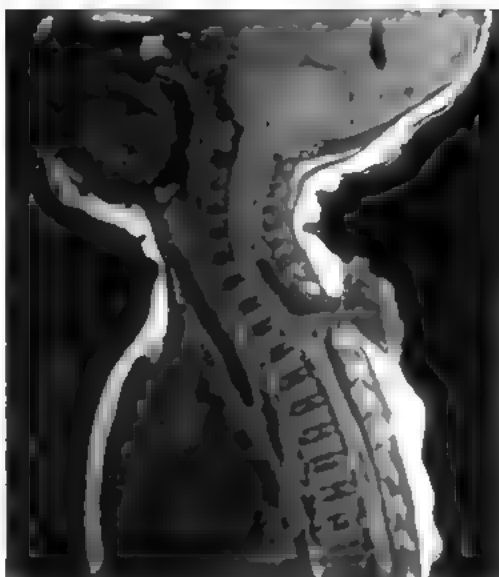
Аномалия Киари 2-го типа. МРТ, T1-взвешенное изображение. Ствол мозга и мозжечок смещены каудально, IV желудочек сдвинут на уровне краниовертебрального перехода, почти не дифференцируется, также определяются спинномозговая грыжа на верхнегрудном уровне и сирингомиелия (ниже)
